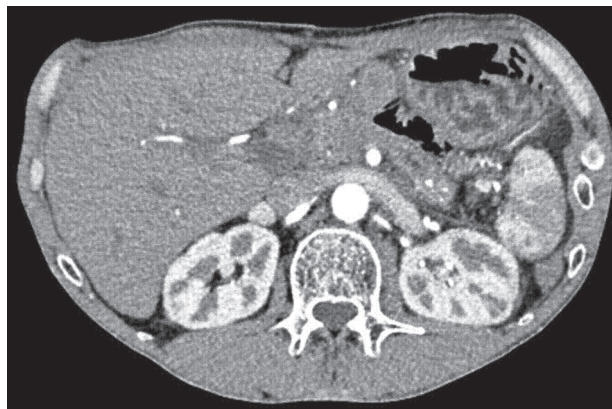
МСКТ картина больного с хроническим панкреатитом после операции
